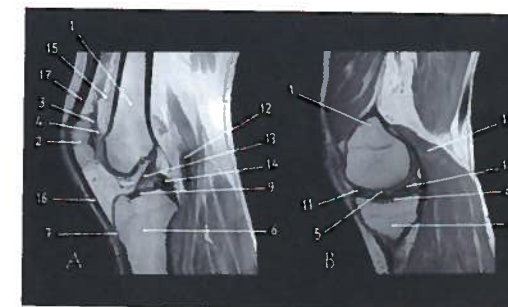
Estudo RM do joelho com cortes sagital mediano (A) e parassagital medial (B)
